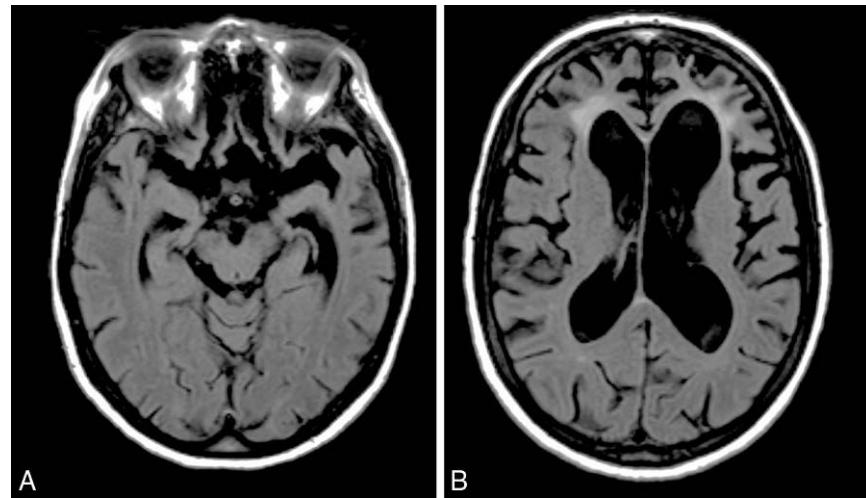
A Atrophie frontotemporale en IRM séquence FLAIR, coupe horizontale.
